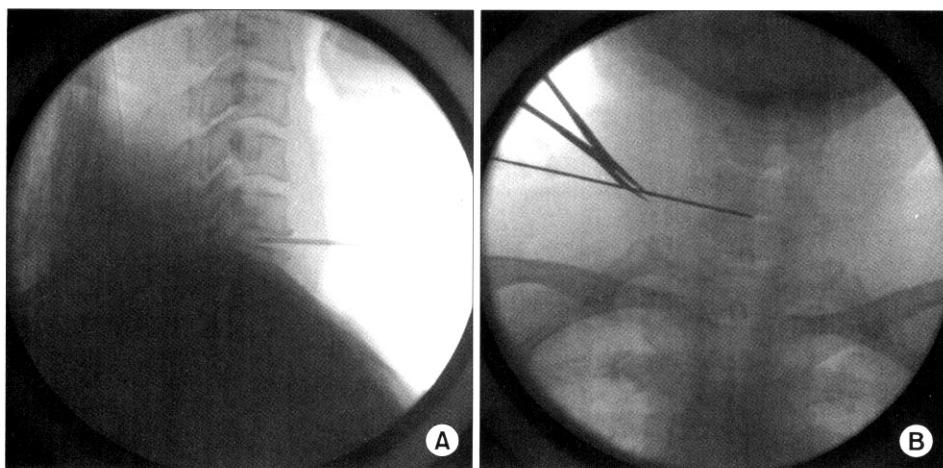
(A) Lateral xeroradiography of central nuclear 17-gauge Dekompressor<sup>®</sup> cannula at cervical 6–7 level. (B) Anteroposterior xeroradiography of right anterolateral extra-pedicular insertion of 17-gauge Dekompressor<sup>®</sup> cannula at cervical 6–7 level.
